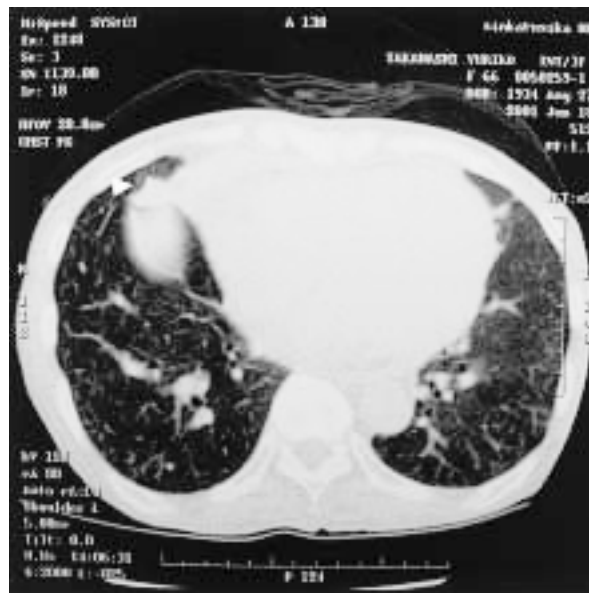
Computed tomogram of the chest showing consolidation in the right middle lobe(arrowhead)
